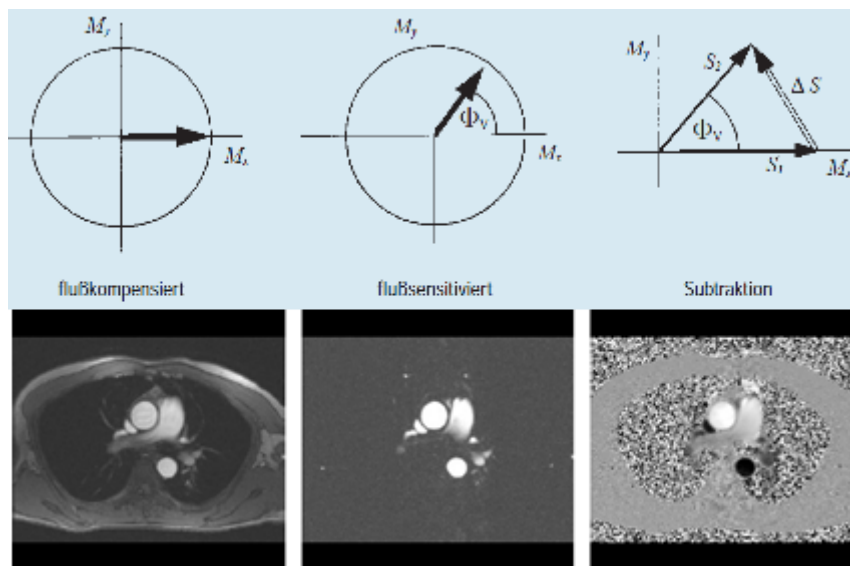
Prinzip der Phasenkontrastangiographie am Beispiel der Herzbildgebung: Subtraktion zweier Datensätze mit unterschiedlicher Flusssensitivierung mit zugehörigen Beispielbildern (transversaler Thoraxschnitt) (aus Laub G., Gaa J., and Drobnitzky M. (1998) *Techniken der Magnetresonanztomographie. electromedica 66, 62-70 [91]* und Hendrix A., *Magnete, Fluss und Artefakte, in Grundlagen, Techniken und Anwendungen der Magnetresonanztomographie. 2004, Siemens AG, Medical Solutions: Erlangen. p. 162 [70]*, jeweils mit freundlicher Genehmigung der Siemens Healthcare GmbH)
